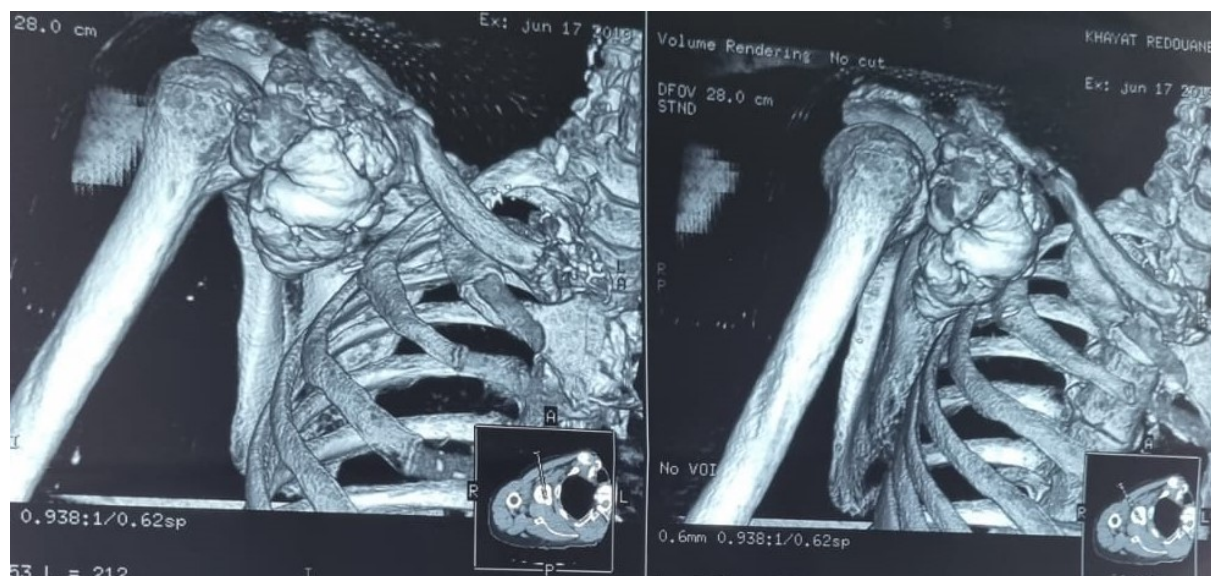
TDM en résolution 3D de l'épaule montrant une tumeur brune de l'épaule droite.
